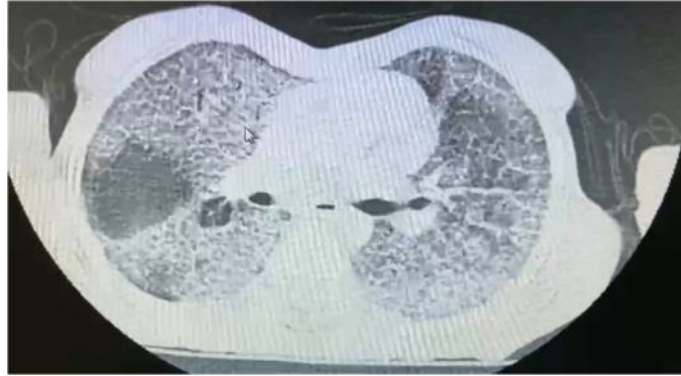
Corte de tomografia computadorizada axial mostrando o padrão rendilhado de infiltração pulmonar formando depósitos com "ilhas" de pulmão sadio
